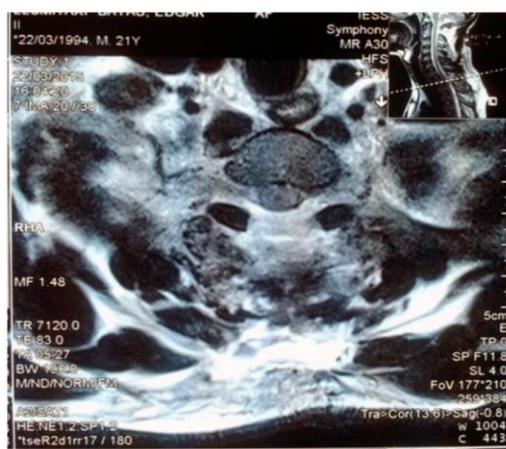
estigmas de laminectomía descompresiva en T2. RMN simple de columna dorsal corte axial secuencia T2.
